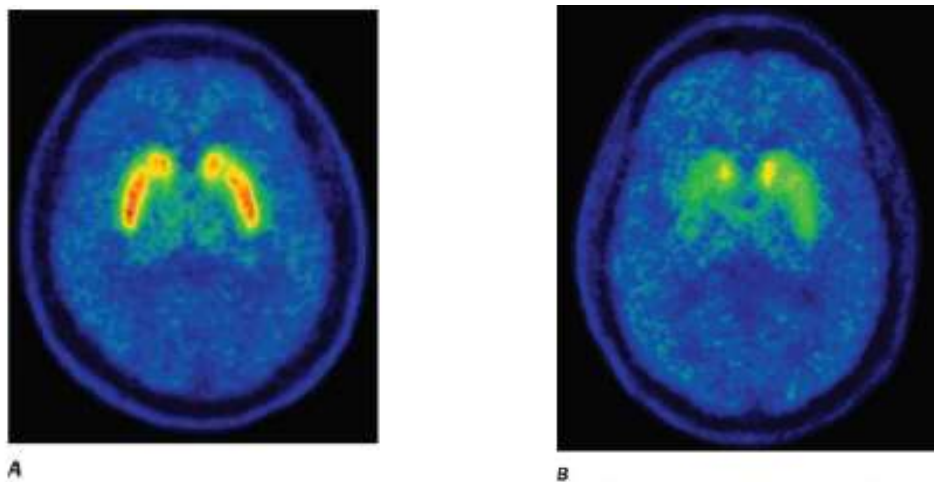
CT por emisión de positrones con un testigo sano (A) y en una persona con enfermedad de Parkinson (B). Se observa la disminución de la captación del marcador por parte del cuerpo estriado.<sup>1</sup>
